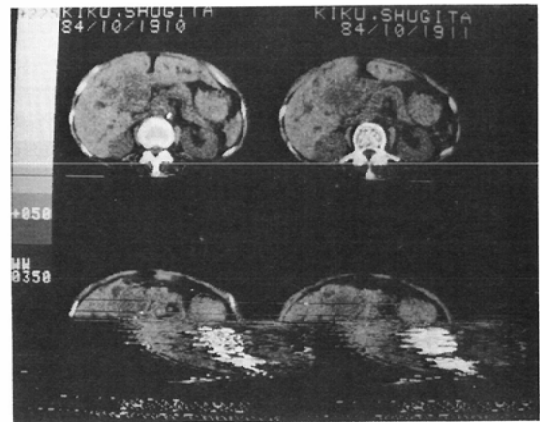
Gallbladder carcinoma, Plain-CT (transmission image)
